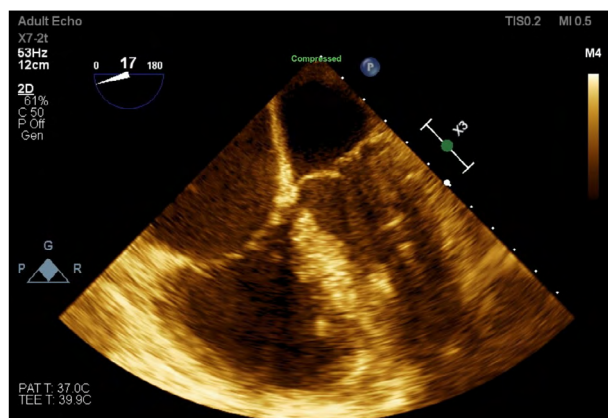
Transesophageal echocardiography after removal of the thrombus from the right and left atria.
